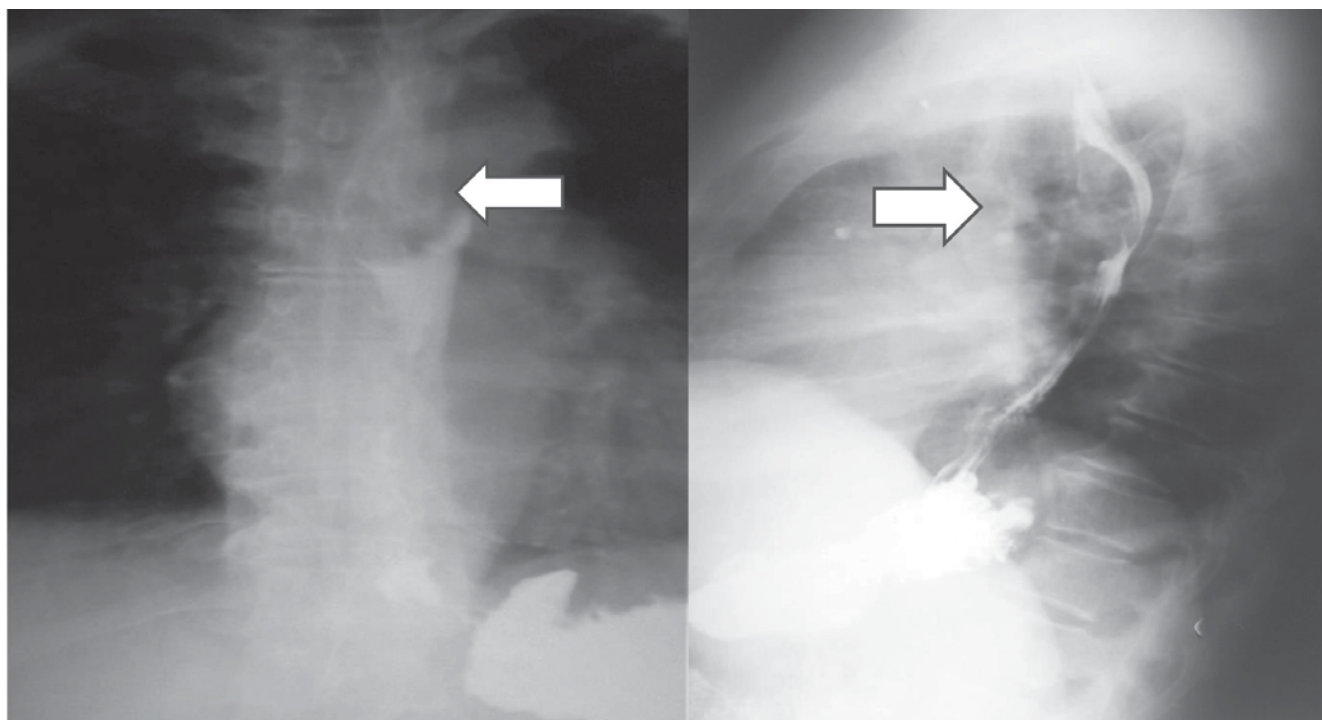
Рентгенографія стравоходу у прямій та лівій бічній проекції. Стрілочкою позначена лейомиома стравоходу
